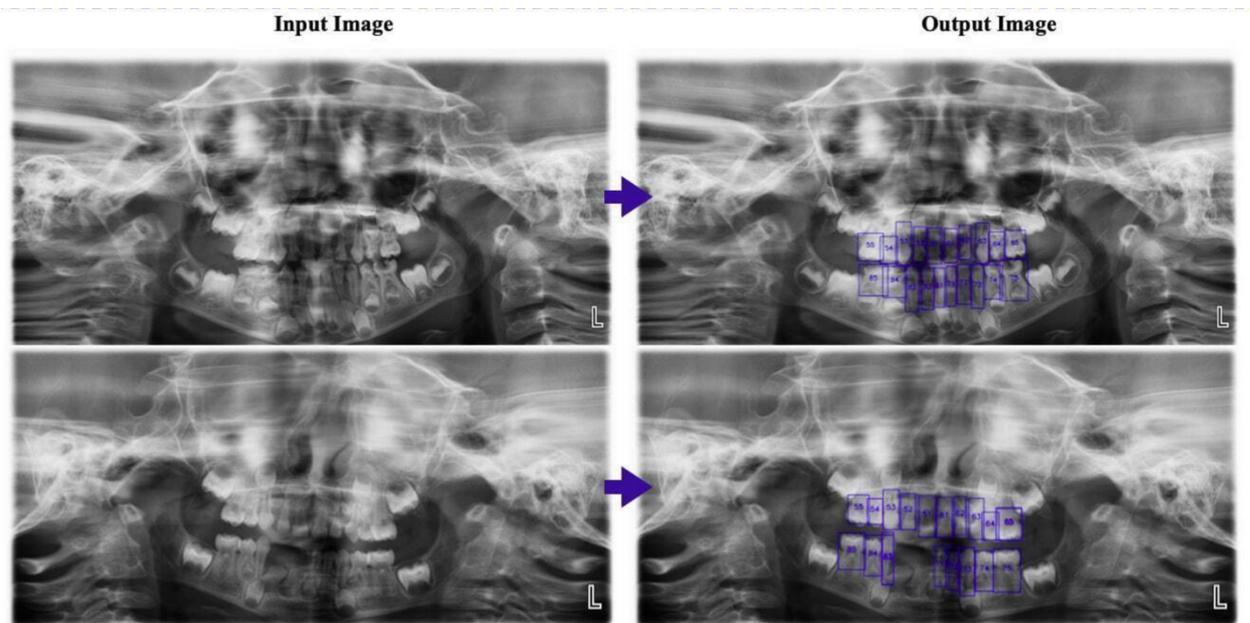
Détection et numérotation des dents lactéales sur des radiographies panoramiques pédiatriques à l'aide du modèle d'intelligence artificielle CranioCatch® (Kilic MC, 2021)
